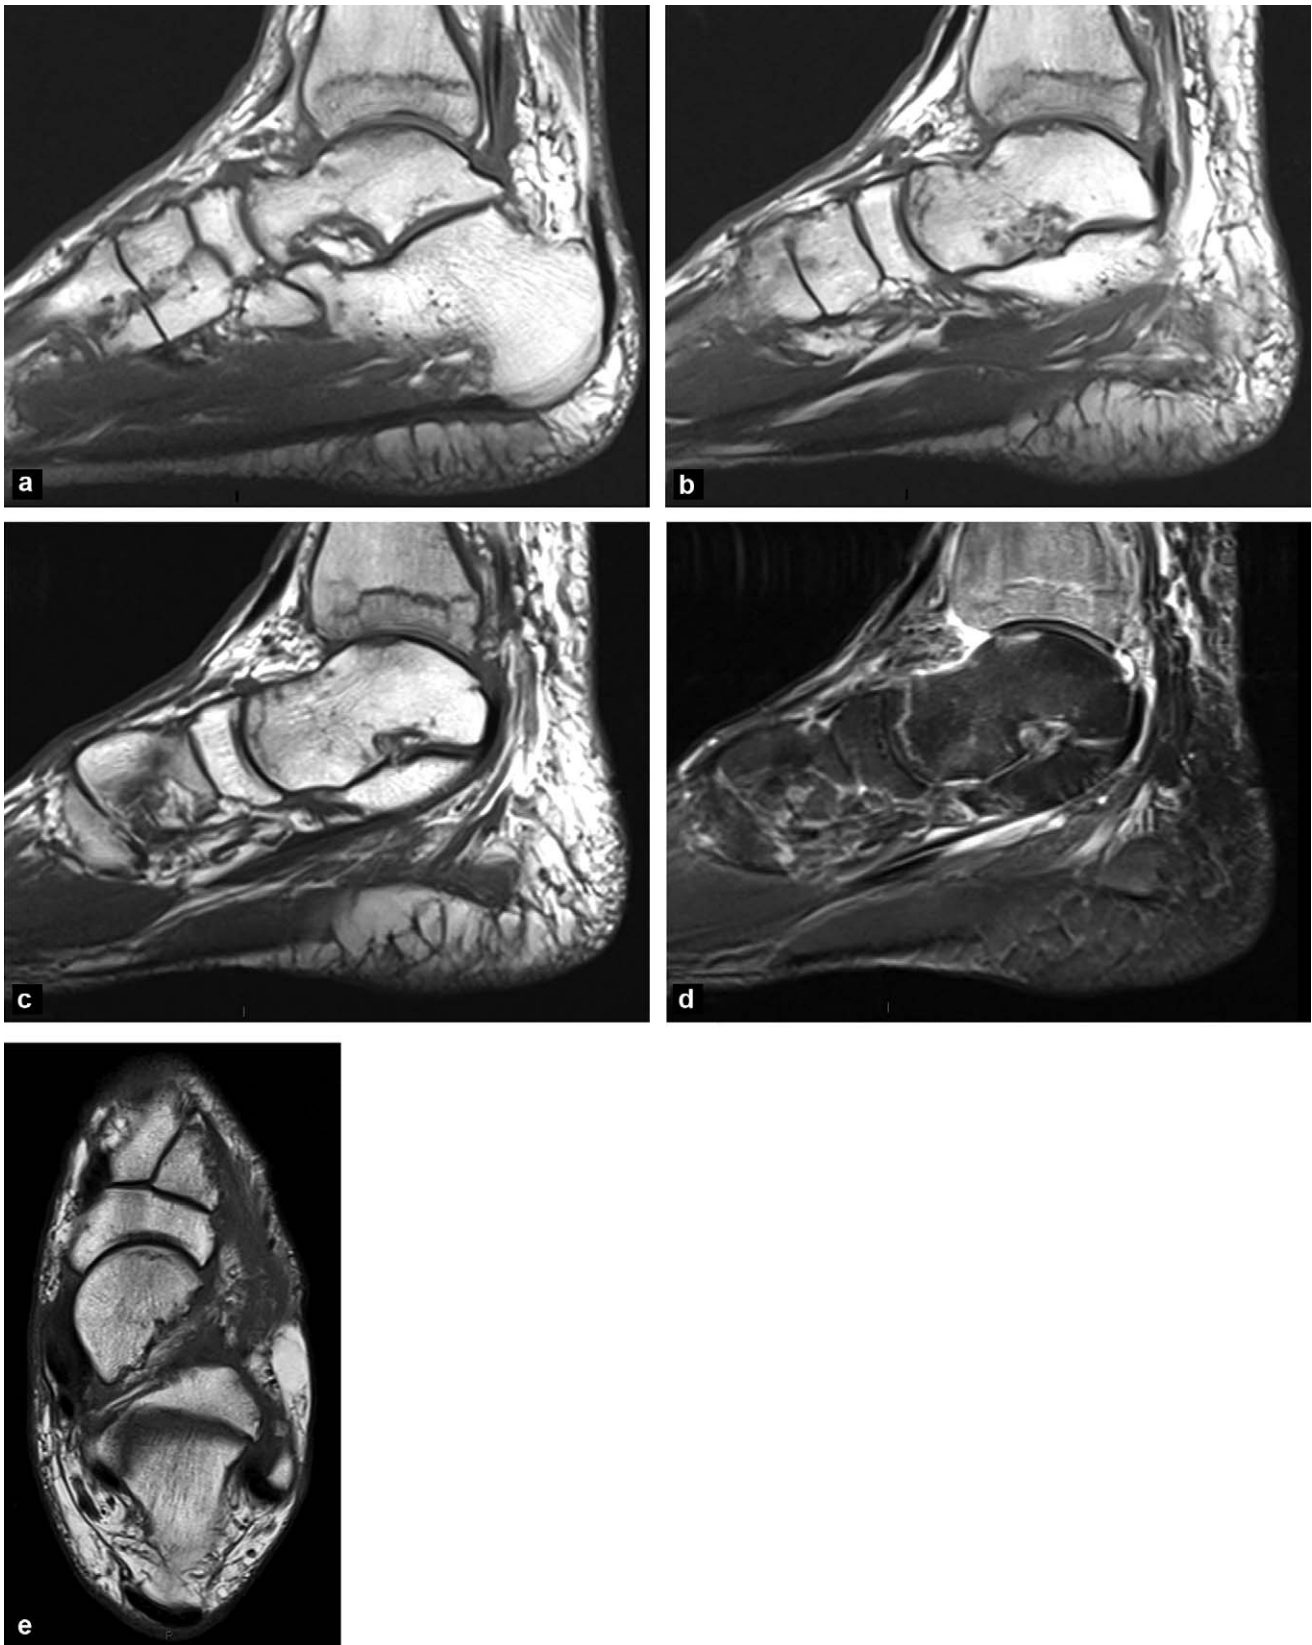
Multiples fractures par insuffisance osseuse de la cheville et du pied chez un patient greffé rénal. a, b, et c : IRM, images sagittales en pondération T1 ; d : IRM, image sagittale en pondération T2 avec saturation du signal de la graisse ; e : IRM, image axiale en pondération T1. Ces images montrent les lignes de fracture de la métaphyse distale du tibia, du dôme et tête du talus. Il existe aussi un trait parallèle à l'articulation sous-talienne postérieure. Œdème périlésionnel.
